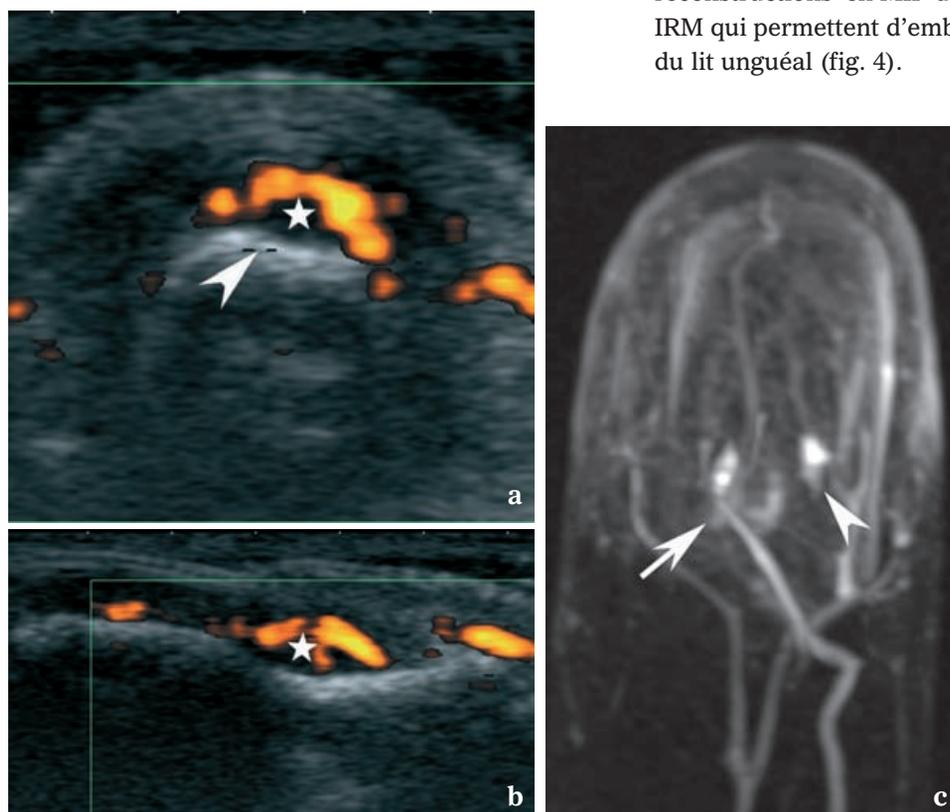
Exemple d'une tumeur non vue en échographie chez une patiente ayant deux tumeurs sous unguiales du cinquième doigt. L'échographie en mode Doppler puissance dans le plan axial (a) et sagittal (b) montre une tumeur glomique (étoile) sous-matricielle avec une vascularisation périphérique. Encoche corticale (tête de flèche). La reconstruction MIP (maximum intensity projection) coronale de l'angio-RM montre la tumeur glomique décelée en échographie (flèche) et en révèle une seconde (tête de flèche).
